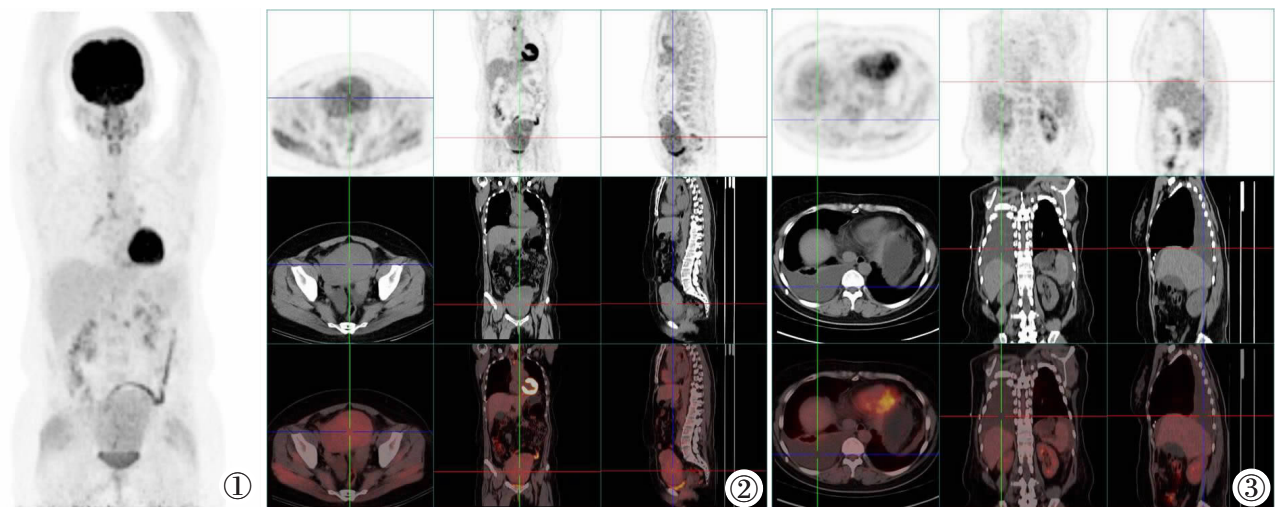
Meigs 患者全身 MIP 图像。图 2 PET/CT 融合图像:盆腔内巨大肿块影,大小约 11.0 cm×7.5 cm×12.4 cm,边缘光滑,密度不均匀,FDG 摄取轻度增高,SUV<sub>max</sub> 为 4.9。图 3 PET/CT 融合图像:右侧胸腔积液。
